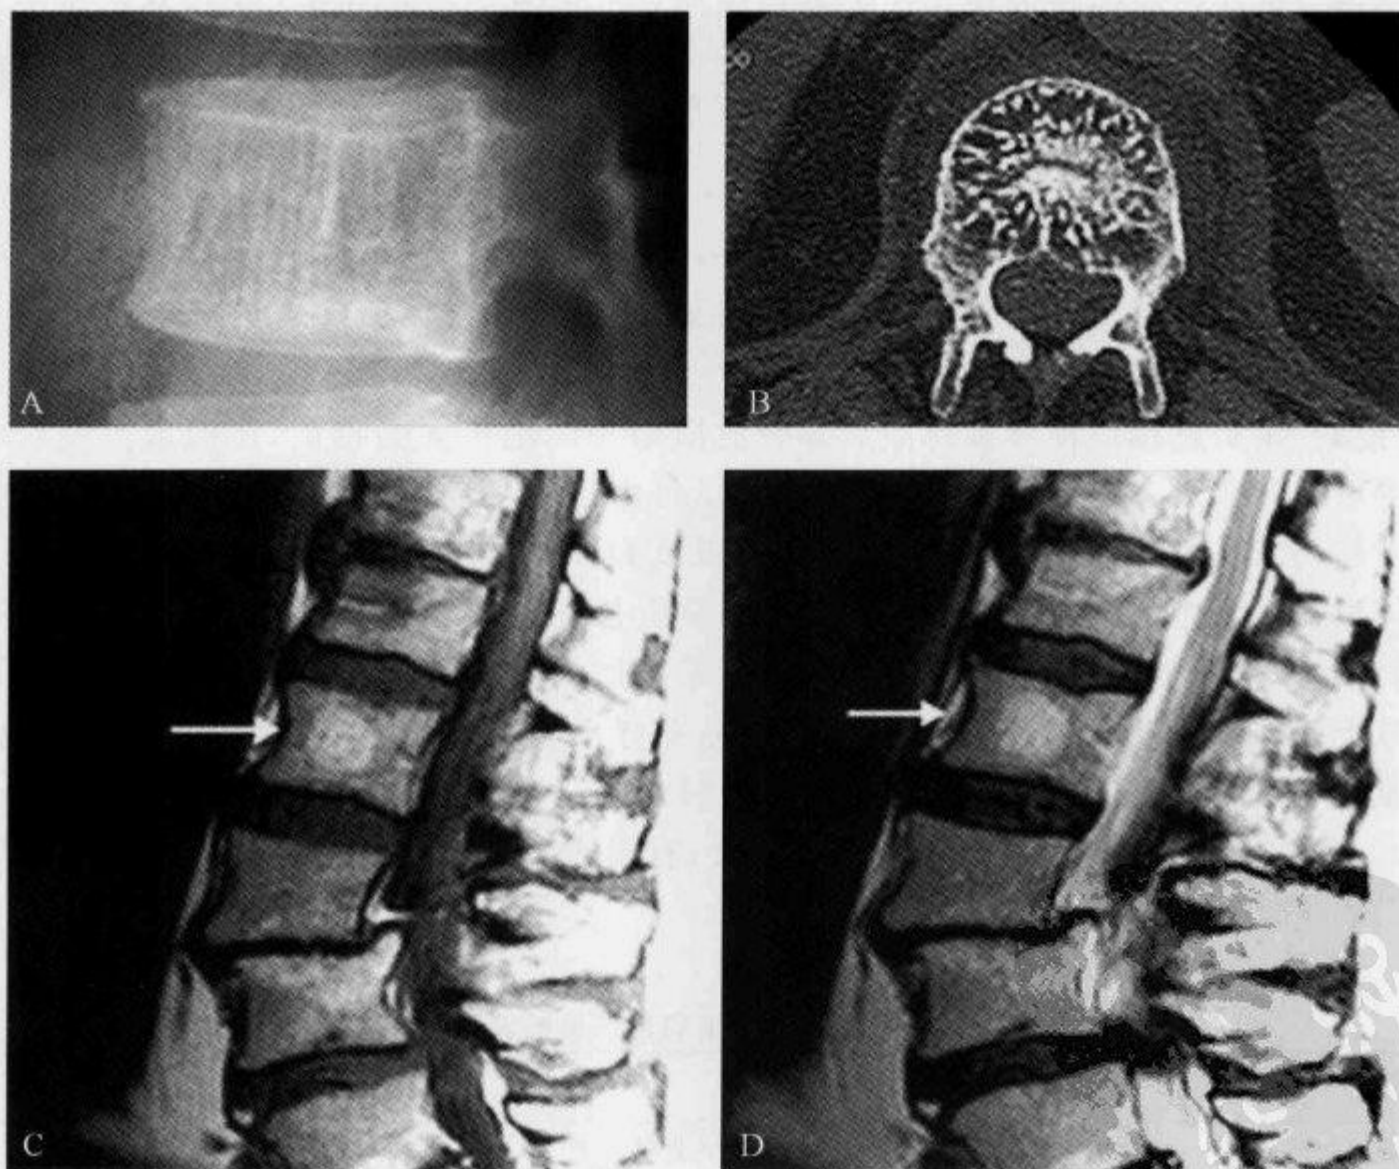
L_2 椎体血管瘤,X线侧位平片、CT及MRI示“栅栏征”
